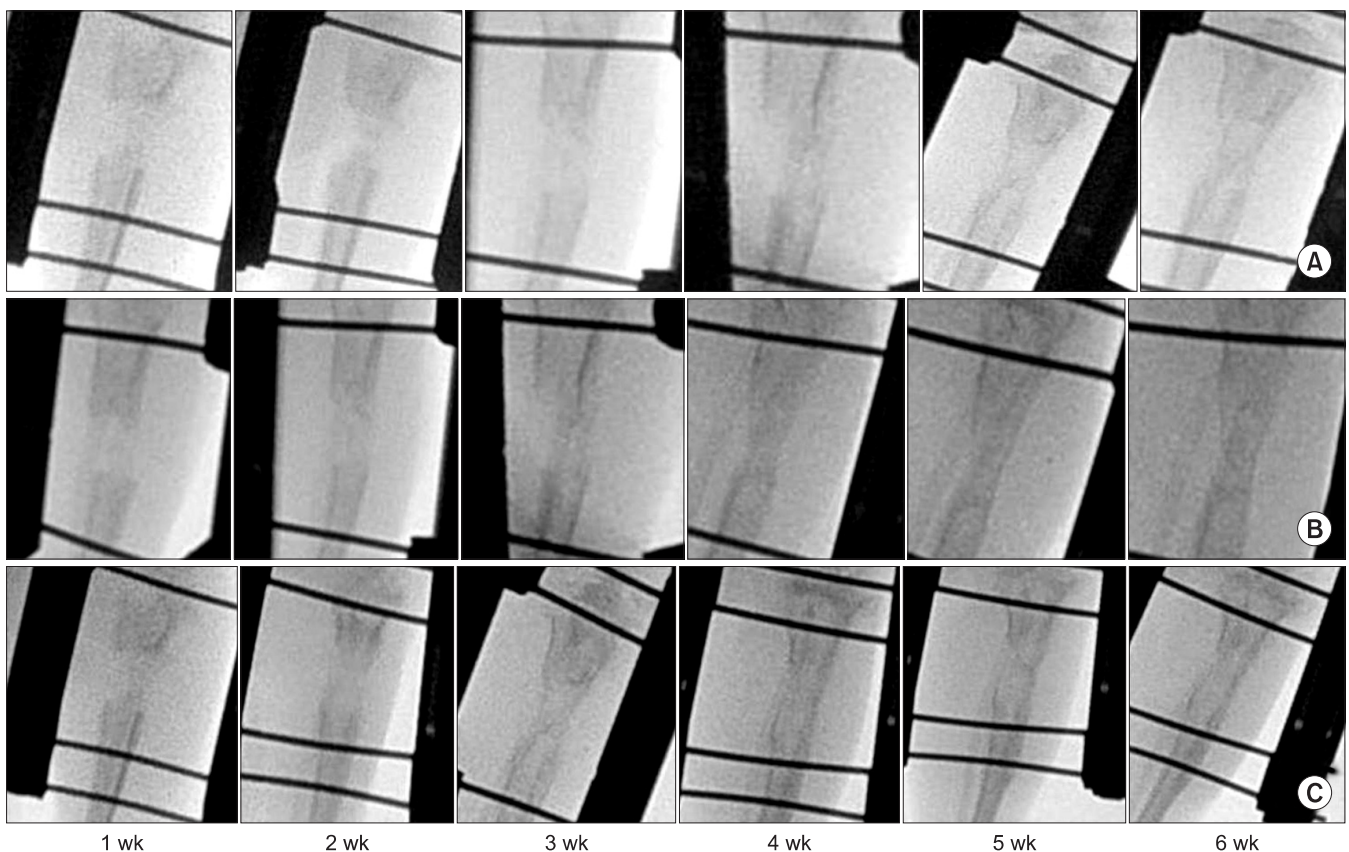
Serial radiographs during consolidation period in groups 1 (A), 2 (B), and 3 (C).
